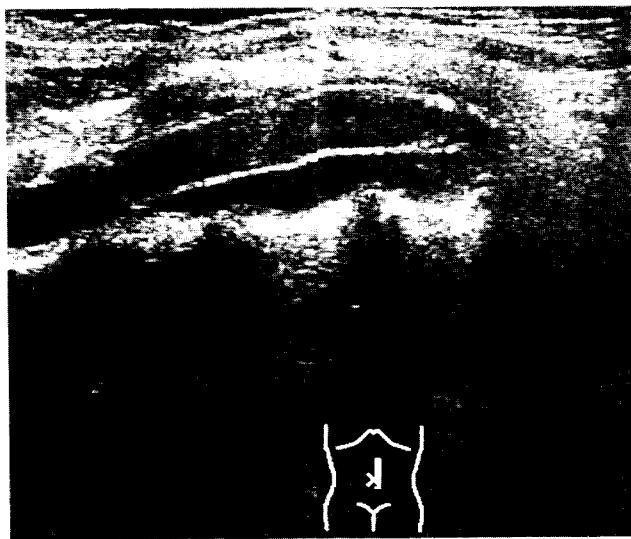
이 환자의 수술 후 외래 통한 추후 관찰 중 시행한 복부 초음파 소견
